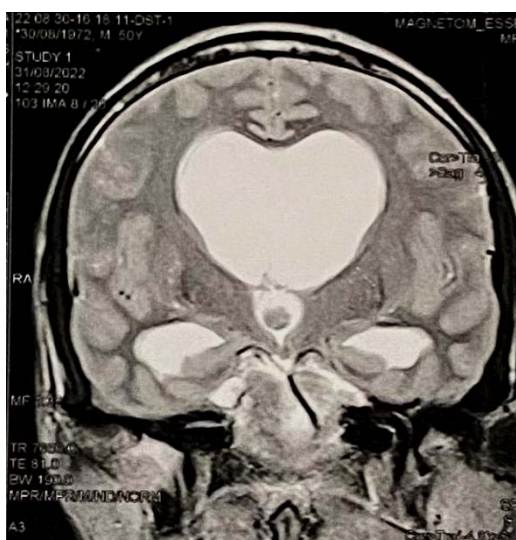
IRM cérébrale du patient numéro 1, coupe coronale qui montre une formation arrondie appendue au V3 hyperintense en T2 ne prenant pas le contraste avec une dilatation importante des deux ventricules latéraux.
